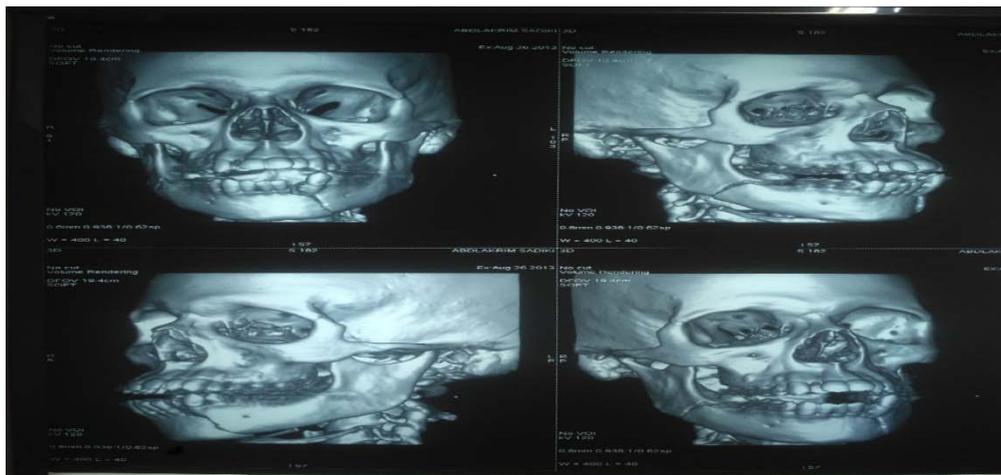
Tomographie avec reconstruction 3D
